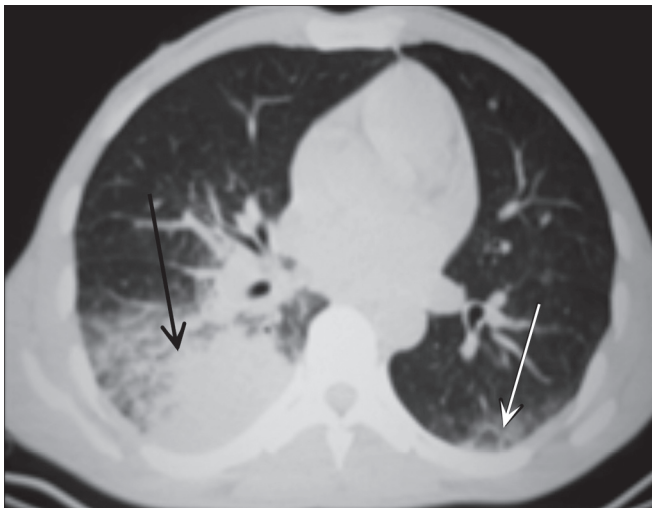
Компьютерная томограмма больного Р. в дебюте заболевания.
